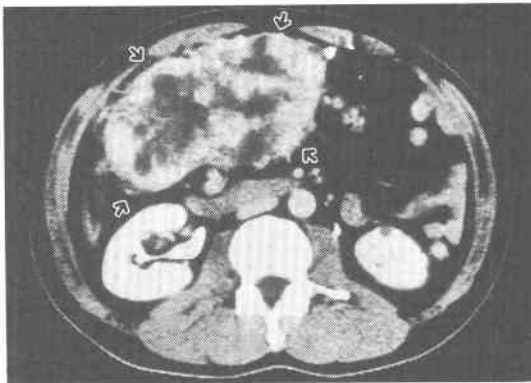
CT. 肝下方に一部嚢胞, 壊死を含む巨大な充実性腫瘍をみる。
